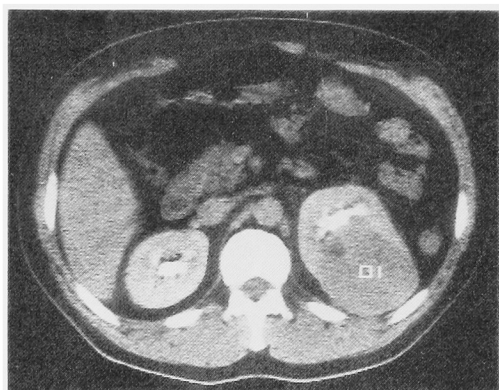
Enhanced CT scan shows homogenous mass of the left kidney, attenuation coefficient 60 HU.
